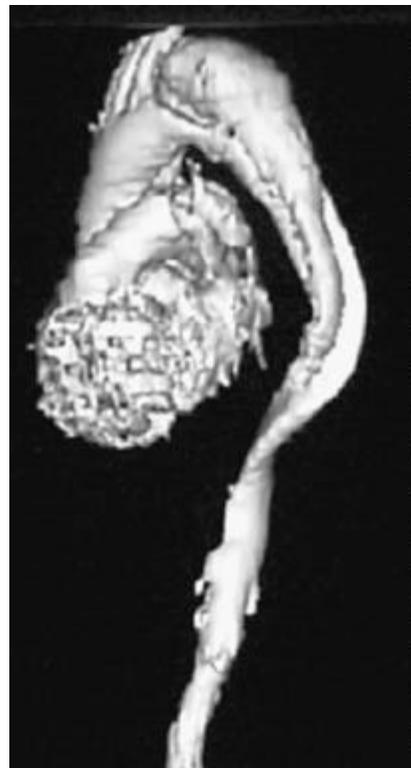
Angiotomografía helicoidal que muestra disección de aorta torácica descendente inmediatamente por debajo de la arteria subclavia izquierda.
